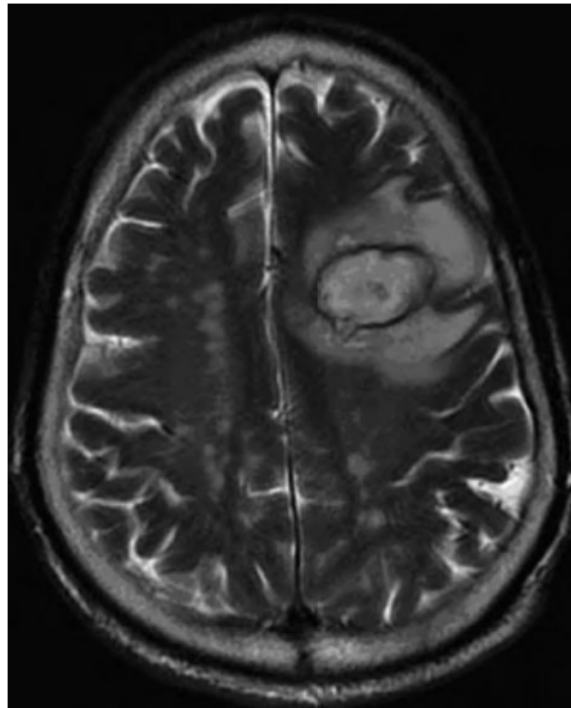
IRM en séquence T2 d'un abcès cérébral : image hyperdense avec un centre nécrotique, une capsule hypodense entourée d'un œdème hyperdense(127)
